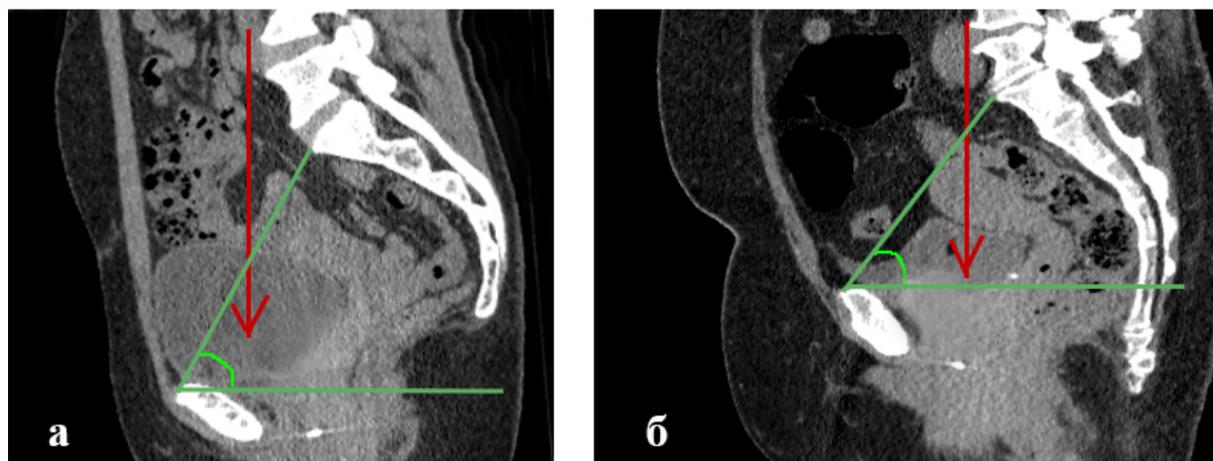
Величина угла наклона таза и направление сил внутрибрюшного давления (указано стрелкой). МСКТ таза женщины контрольной группы (а) и страдающей пролапсом тазовых органов (б).
